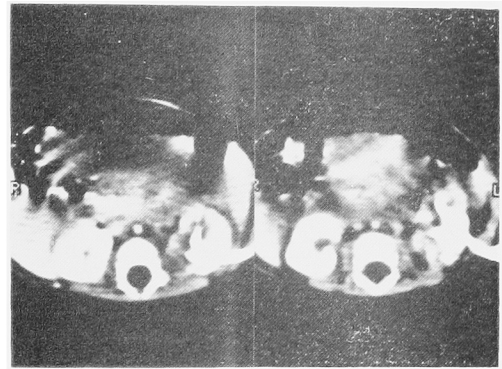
CT scan shows normal sized left kidney with the opacified cortex. (left; upper segment, right; lower segment)
